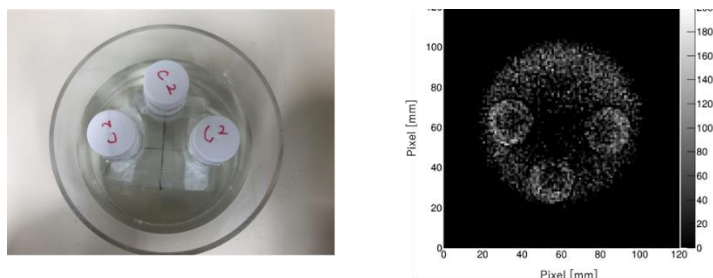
抗がん剤 (Pt) ターゲットの CT イメージング結果
